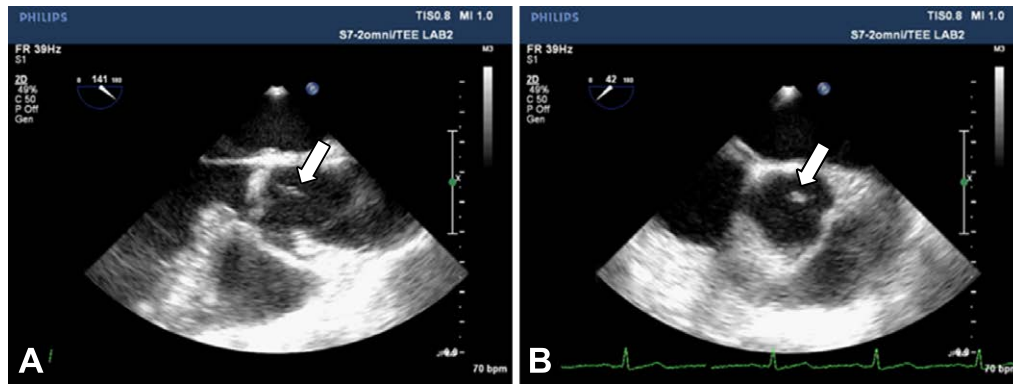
Transesophageal echocardiography findings.
